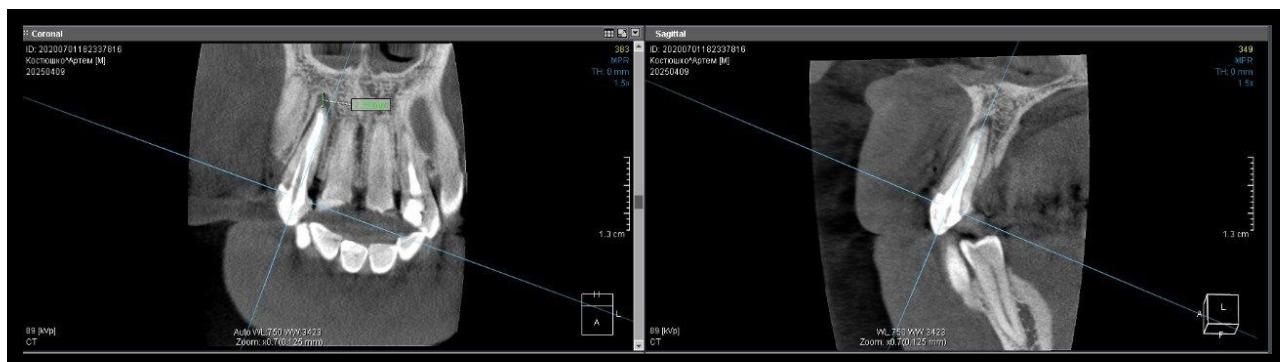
Зуб 1.2 на рентгенограмме после лечения
